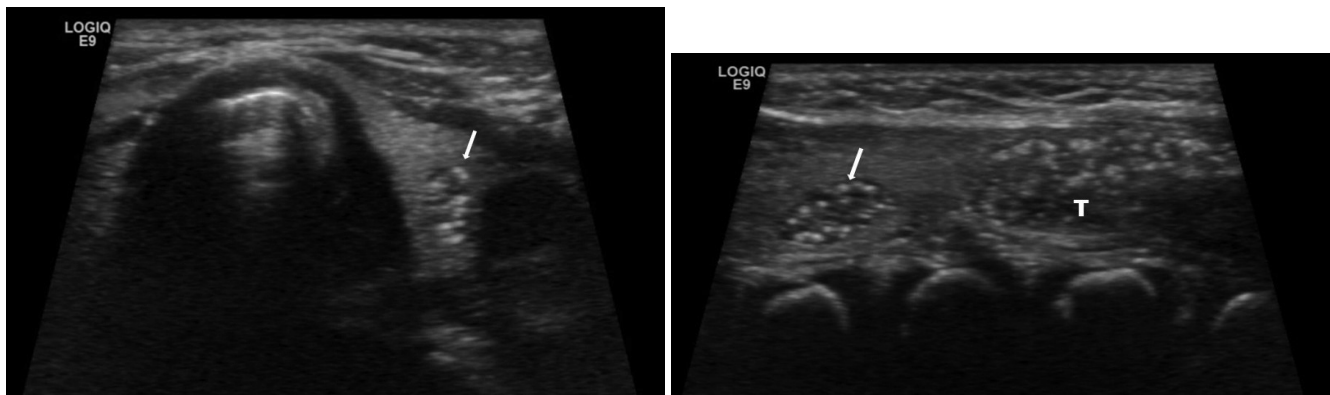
Intrathyroid thymus is defined as a hypoechoic mass with multiple punctuate echogenic foci (arrow), showing same sonographic appearance as the thymus (T).
